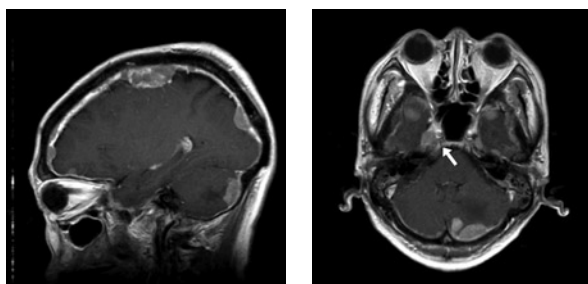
図2: 発症時 頭部 MRI Gd 造影 T1強調画像
